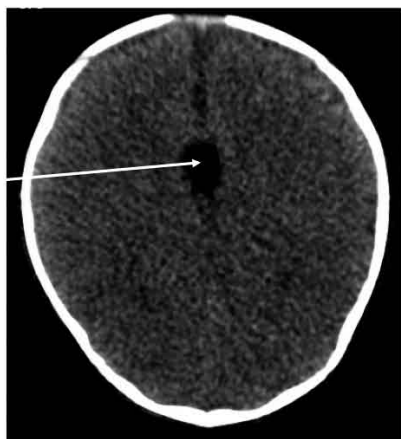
Corte axial de TAC de cráneo neonatal sin contraste a un nivel superior al anterior, en el que se visualiza la imagen de hipoatenuación (50UH) a nivel de la cisura interhemisférica que corresponde al lipoma del cuerpo calloso.
